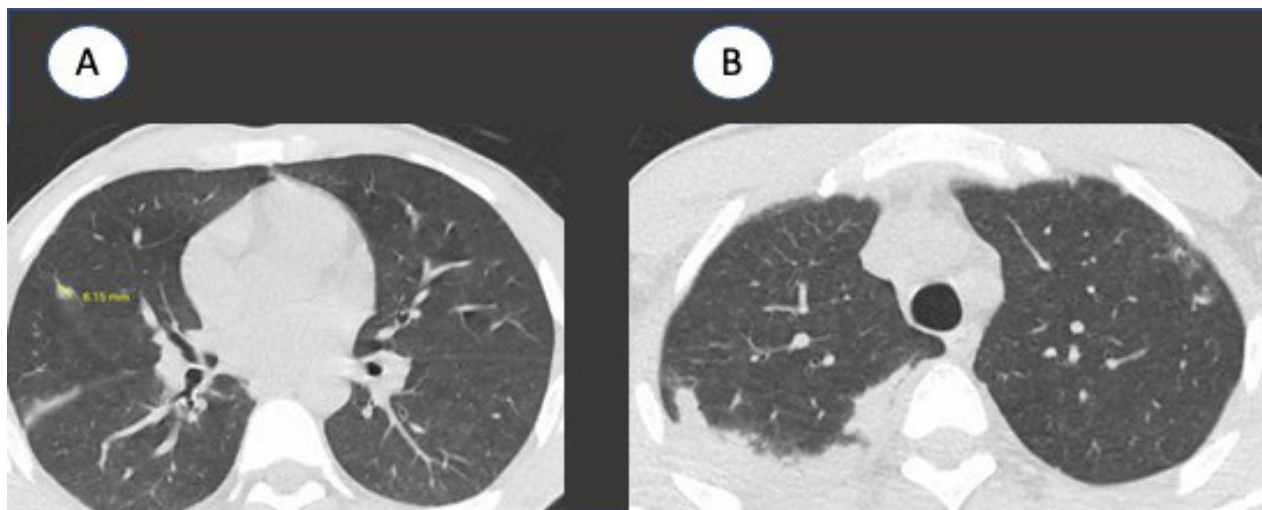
TC de tórax. A: múltiplos nódulos esparsos pelo parênquima pulmonar, o maior medindo 7mm no lobo médio, inespecíficos; B: consolidação no segmento posterior do lobo superior direito. Texto na página 20.
